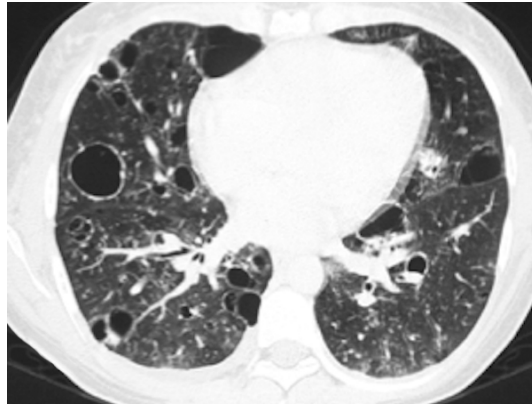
Visualización de un estudio CT con Efusión Pericárdica.
